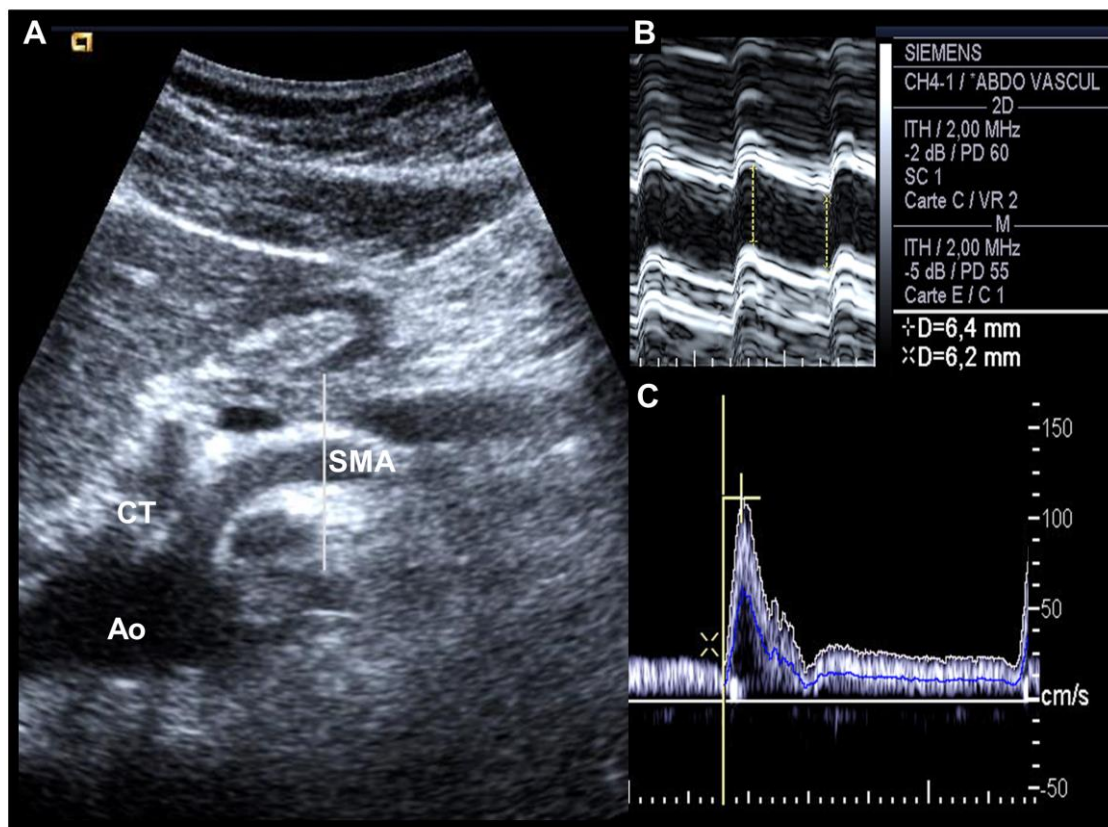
Superior mesenteric artery (SMA) examination by ultrasound Doppler imaging. A: Anterior sagittal cross sectional view of the abdomen for visualization of the SMA in its long axis. White line indicates the M-mode position on the screen. B: after activation of the M-mode the systolic and diastolic inner diameters of the SMA are measured. C: after activation of pulsed Doppler, the Doppler sample volume was placed and adjusted to the arterial section of the SMA, 2 to 3 centimeters after its origin, proximal to any side branches. A spectral analysis of the Doppler blood flow velocity waveforms is then recorded and Spatial-average-time-average blood flow velocity is calculated and is the computed-derived value calculated by integrating the area under instantaneous mean velocity curve (blue line) for blood flow volume calculation. White line is representative of the time-average maximal velocity (maximum velocity per unit time is a computer-derived value calculated by integrating all the area under envelop of the waveform) different from the spatial-average-time-average blood flow velocity.
